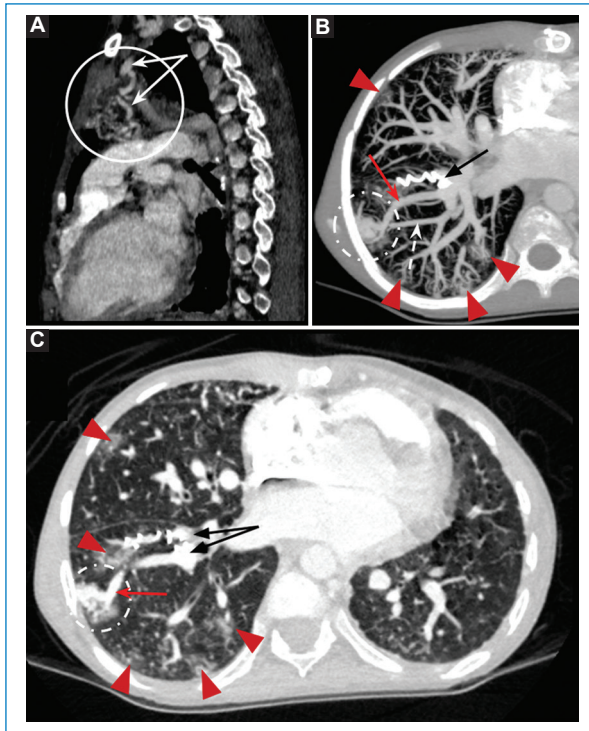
Angio-TC de arterias pulmonares con MPR sagital (A), MIP en corte axial con ventana de mediastino (B) y ventana de pulmón (C). Adolescente de 13 años con THH y MAV torácicas múltiples en seguimiento. (A) MAV en mediastino superior (círculo) con aporte de arteria mamaria interna izquierda (flechas blancas) y drenaje en vena pulmonar superior izquierda (no mostrado). (B y C) MAV pulmonar en el lóbulo inferior derecho (círculo discontinuo) con aporte de rama subsegmentaria (flecha roja) y drenaje en vena pulmonar inferior derecha (flecha blanca discontinua), así como micronódulos periféricos con opacidades en «vidrio deslustrado» (puntas de flecha rojas), en contexto de MAV telangiectásica difusa. Además, se identifican coils de embolización previa en el lóbulo inferior derecho (flechas negras) y pérdida del volumen pulmonar izquierdo (C) en relación con lobectomía por tratamiento previo de MAV.
